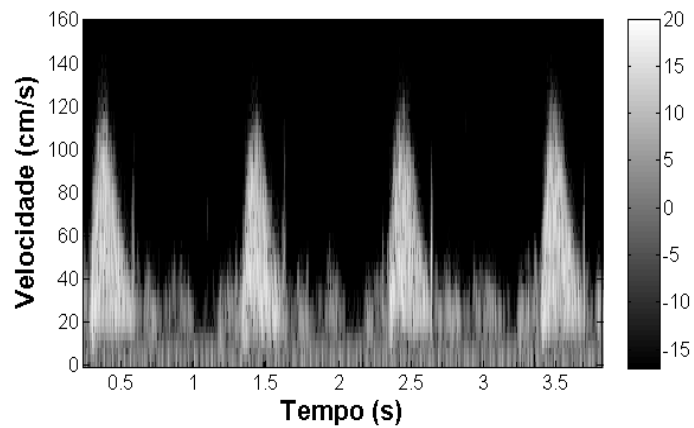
Sonograma: três ciclos cardíacos; fluxo direto.
